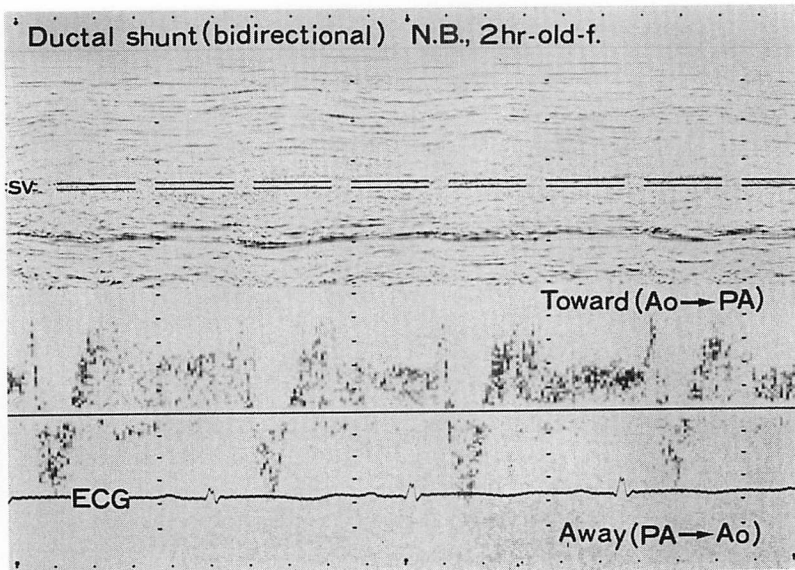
Pulsed Doppler echocardiogram of a ductal shunt in a 2-hour-old neonate.
